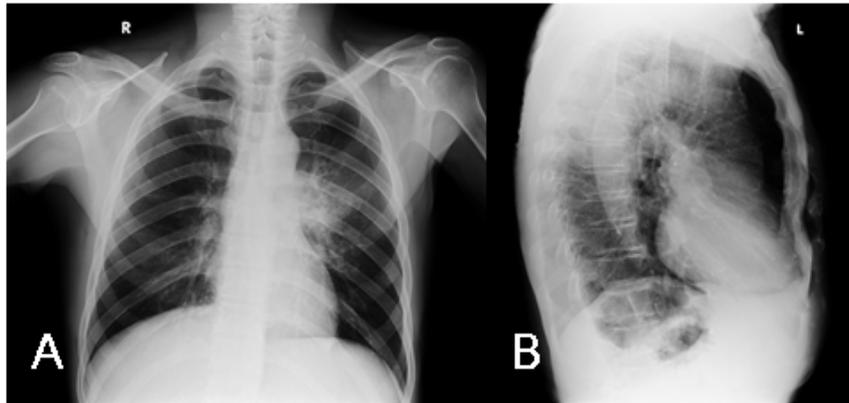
A: radiografía de tórax (PA). B: radiografía de tórax lateral izquierda
